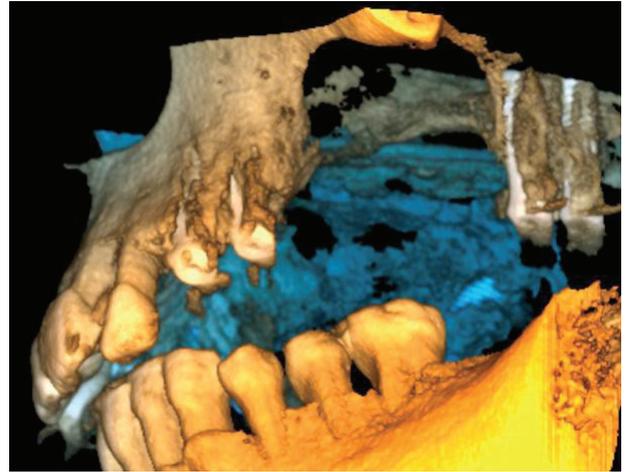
Renderizado 3D del TAC posquirúrgico.
